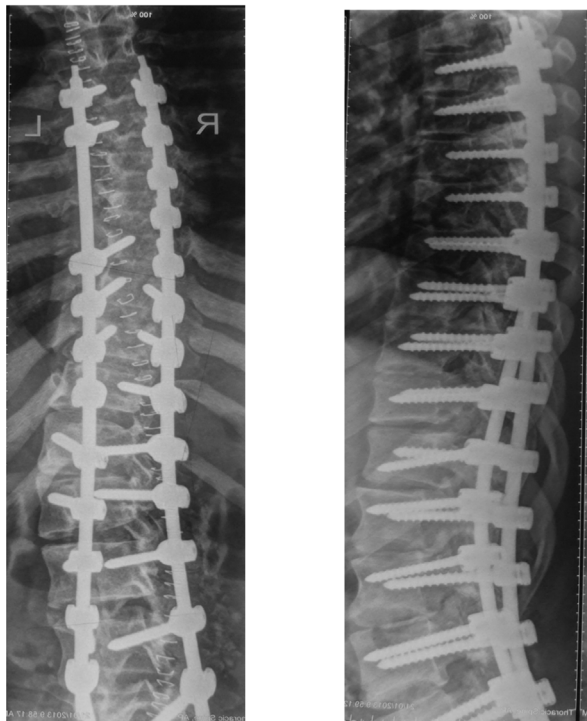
Рентгенограммы позвоночника пациентки К., 16 лет.
